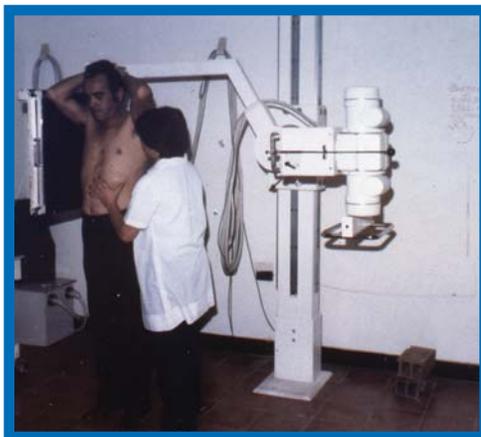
Radiografía de tórax durante el ensayo sobre el terreno del Sistema Básico de Radiología
